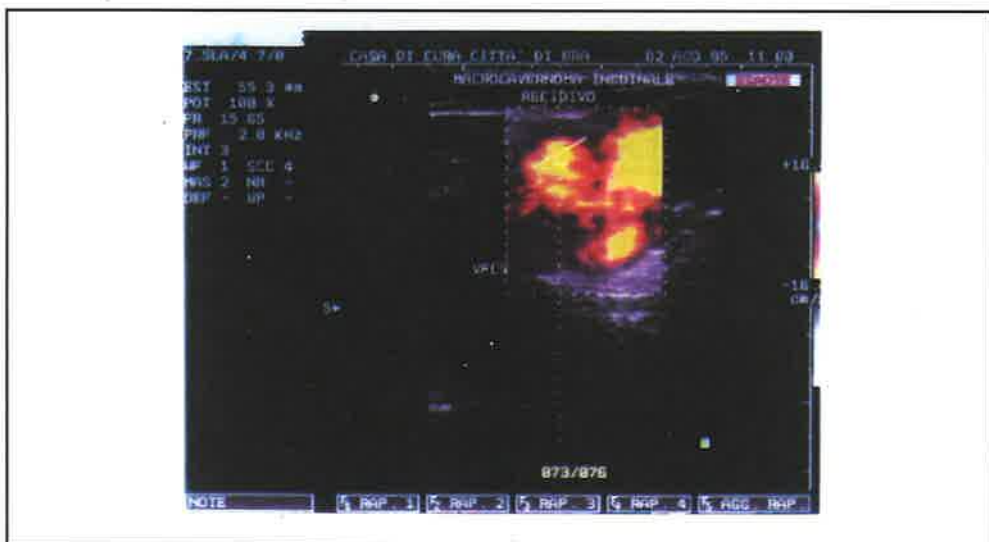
Eco Color Doppler Power: recidiva inguinale da macro-cavernoma
